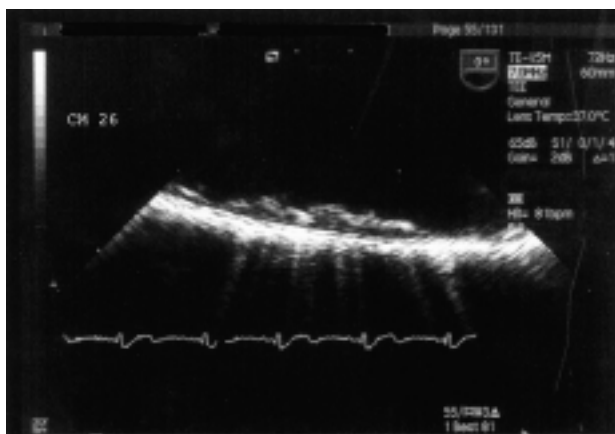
Ecocardiogramma transesofageo, sezione longitudinale dell'arco aortico. Ateromasia aortica complicata con spessore delle placche > 4 mm.
